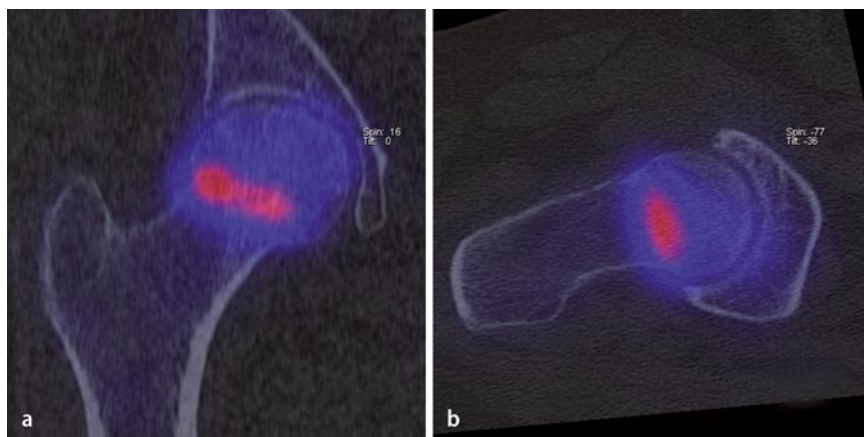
▲ Im ^{99m}Tc -HDP-SPECT/CT (a koronare und b axiale Schnittebene) zeigte sich in der Mineralstoffwechselphase eine bandförmige Mehranreicherung im medialen Schenkelhals, was typischerweise bei Insuffizienzfrakturen des Schenkelhalses so aufzufinden ist
